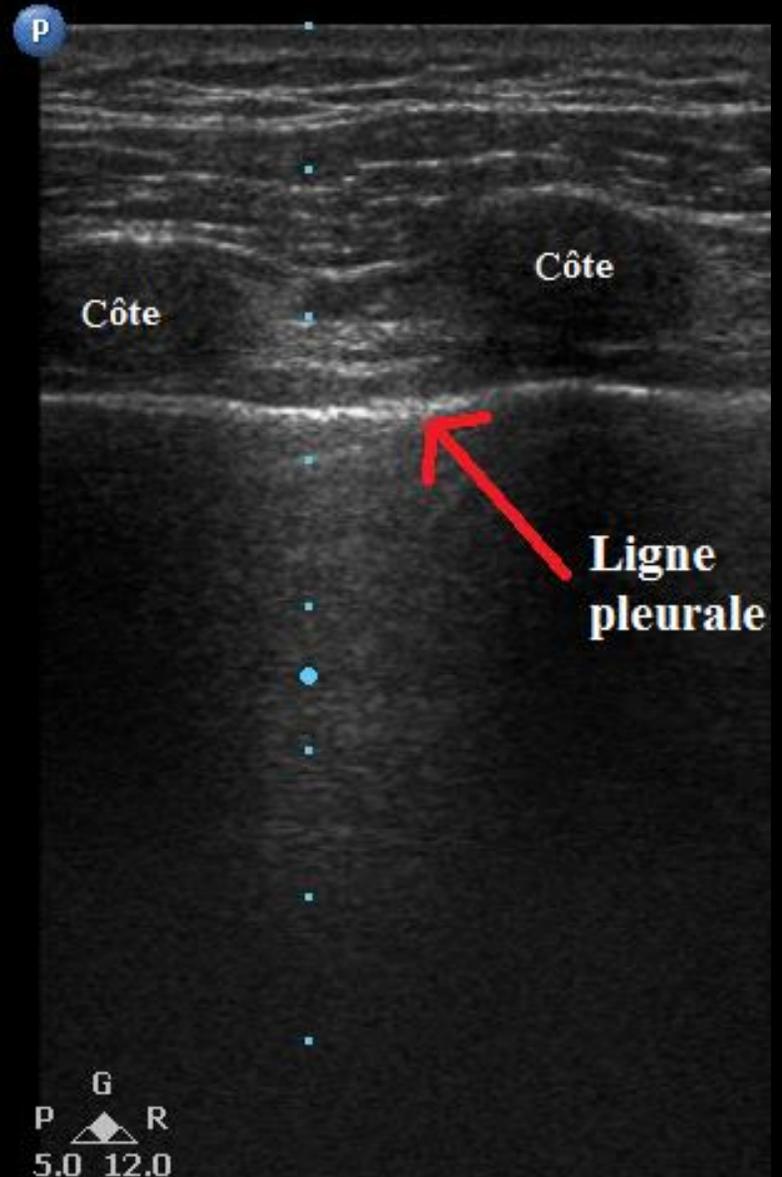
Image échographique provenant de la banque de Dr André Denault
